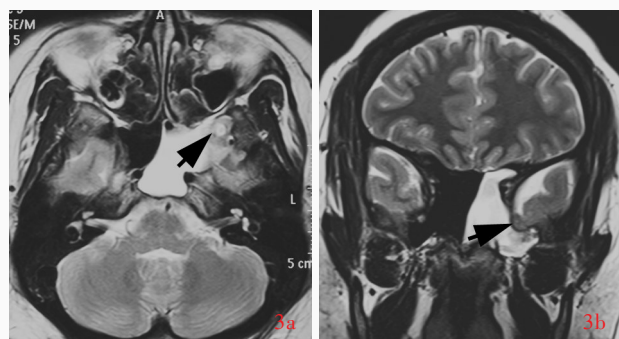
例24患者,女性,30岁,临床诊断为自发性脑脊液鼻漏。头部MRI检查所见 3a 横断面T<sub>2</sub>WI显示,左侧蝶窦外侧壁脑组织膨出(箭头所示),左侧蝶窦积液 3b 冠状位T<sub>2</sub>WI显示,左侧蝶窦外侧壁脑组织膨出(箭头所示),左侧蝶窦积液
